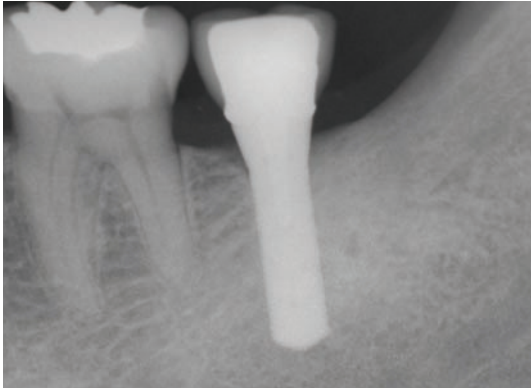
보철물 장착 직후의 구강 내 표준 방사선 사진상. 미려한 골유착 양상 및 양호한 보철물, 그리고 잘 치유된 제3대구치 발치와를 볼 수 있다.
